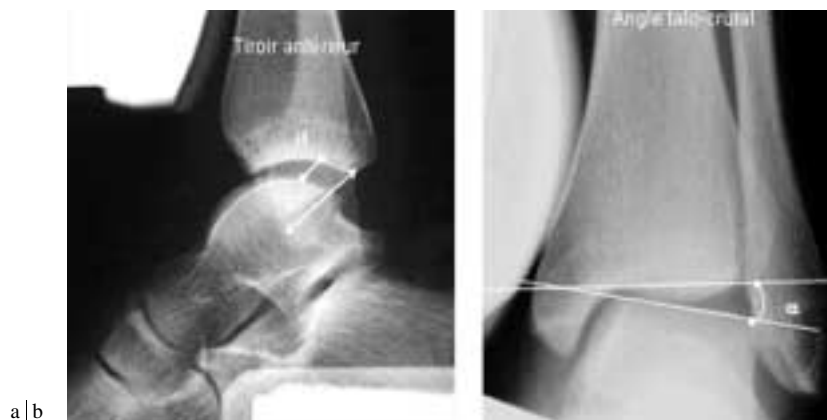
Radiographies en stress. a) Tiroir antérieur : distance séparant le point le plus postérieur de la surface articulaire du tibia et la surface articulaire du talus suivant une ligne aboutissant au milieu du talus. b) Angle talo-crural ou tibiotarsien : angle entre la tangente au pilon tibial et la tangente au dôme talien.
